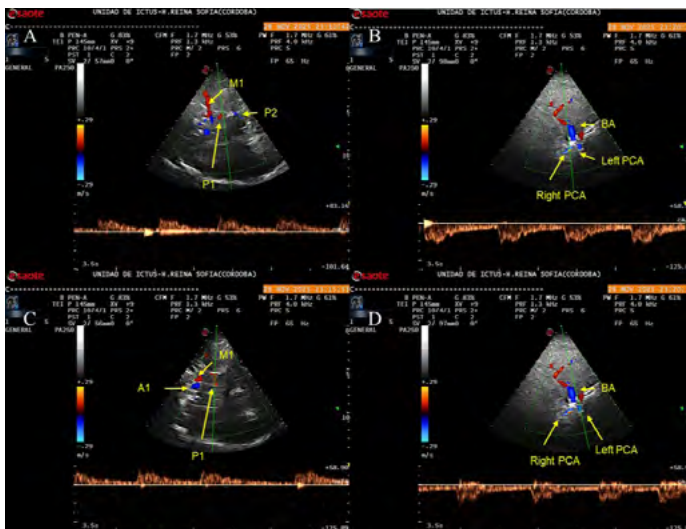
Transtemporal visualization of the (A) right and (C) left P1 segments, shown in B-mode and color Doppler with corresponding spectral waveforms. Panels B and D show the spectral comparison of transforminal (B) right and (D) left PCA signals, demonstrating closely matching waveform morphology and velocity patterns.
